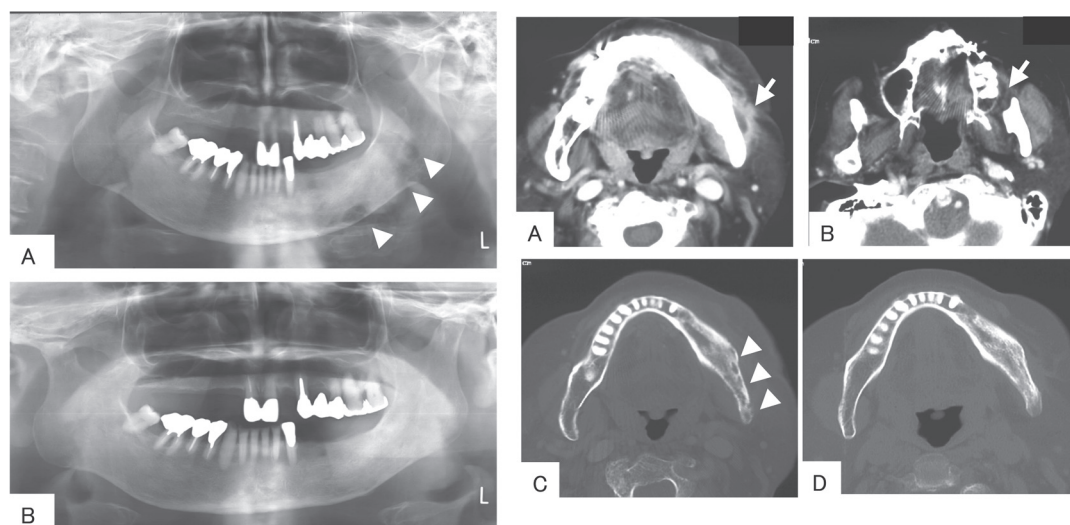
Radiographic examination results. Left panel: A: panoramic radiograph at the first examination. Bone-absorbing lesions can be seen in the left mandibular body and ramus (white arrowhead). B: panoramic radiograph on day 111. Right panel: Axial CT scan demonstrating the abscess within the left masticator space involving perimandibular regions (A, B white arrow) and bone-absorbing lesions (white arrowhead) observed in the left mandibular ramus (C). Axial CT scan on day 111 showing left mandibular ramus changes after treatment (D).
